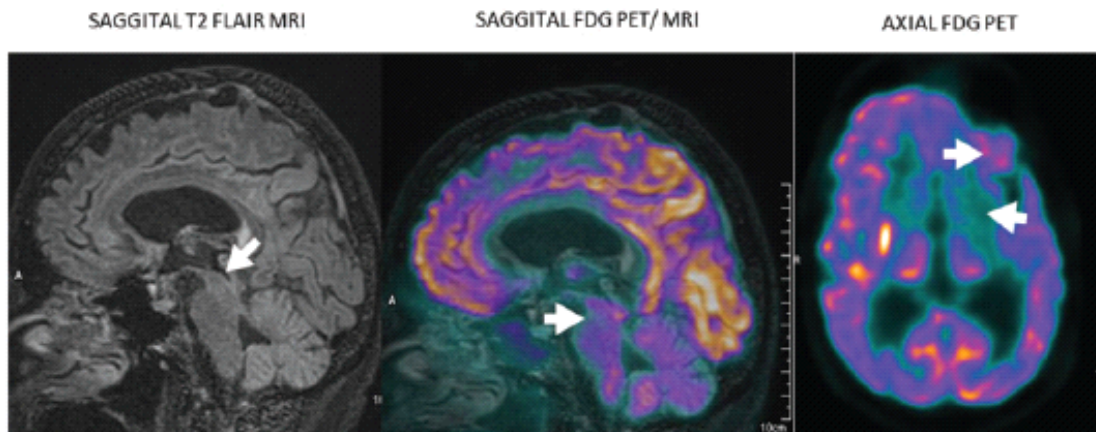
⁽³⁵⁾: paralisi sopranucleare progressiva (PSP) - la PET assiale e l'immagine di fusione mostrano ridotto accumulo del tracciante nel lobo frontale sinistra e nei nuclei della base.
